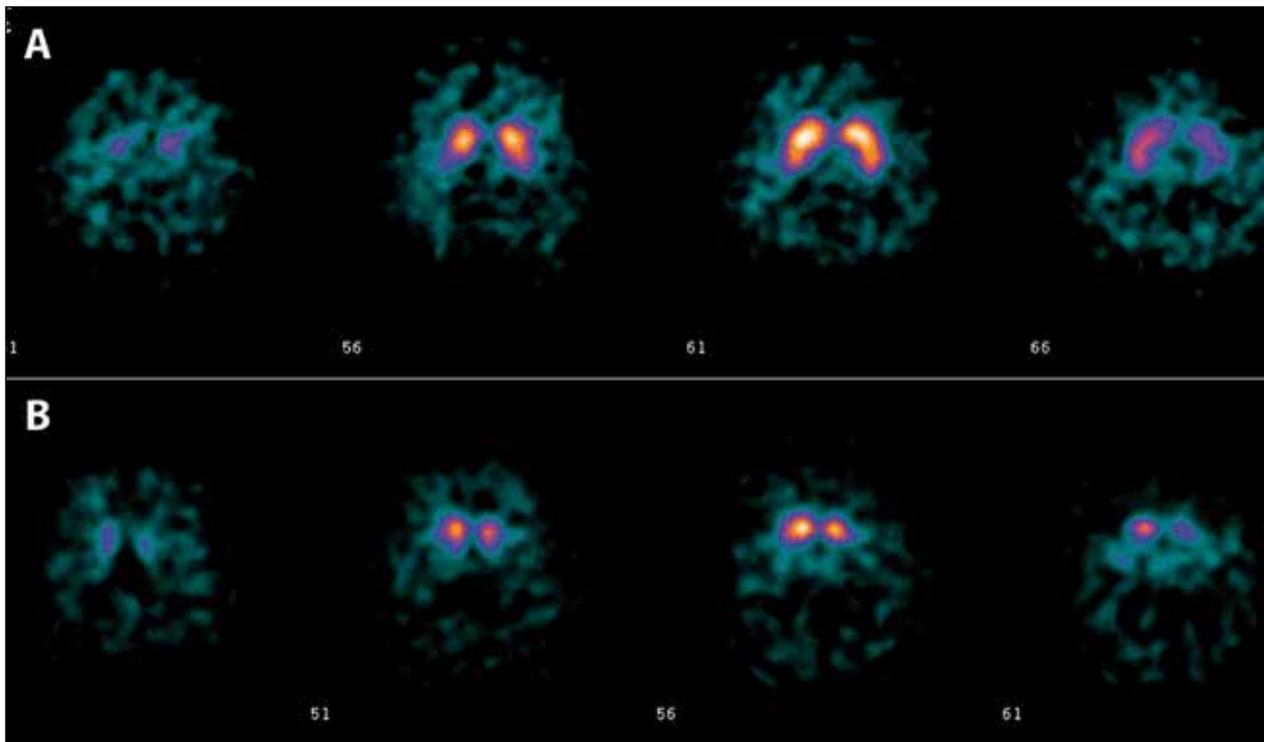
Tomoscintigraphie cérébrale au DaTSCAN®, coupes transversales. A : les images normales sont caractérisées par deux aires symétriques en forme de croissant d'égal intensité. B : les images anormales sont soit asymétriques, soit d'aspect symétrique mais d'intensités inégales, avec ou sans perte de la forme en croissant.
